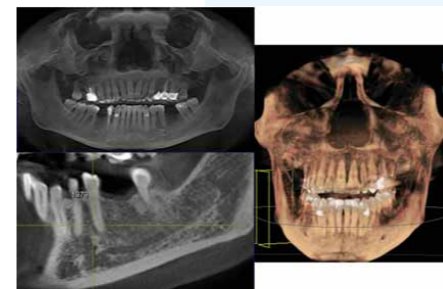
Пациентка 1959 г.р. Хронический генерализованный катаральный гингивит. 3Д КТ
